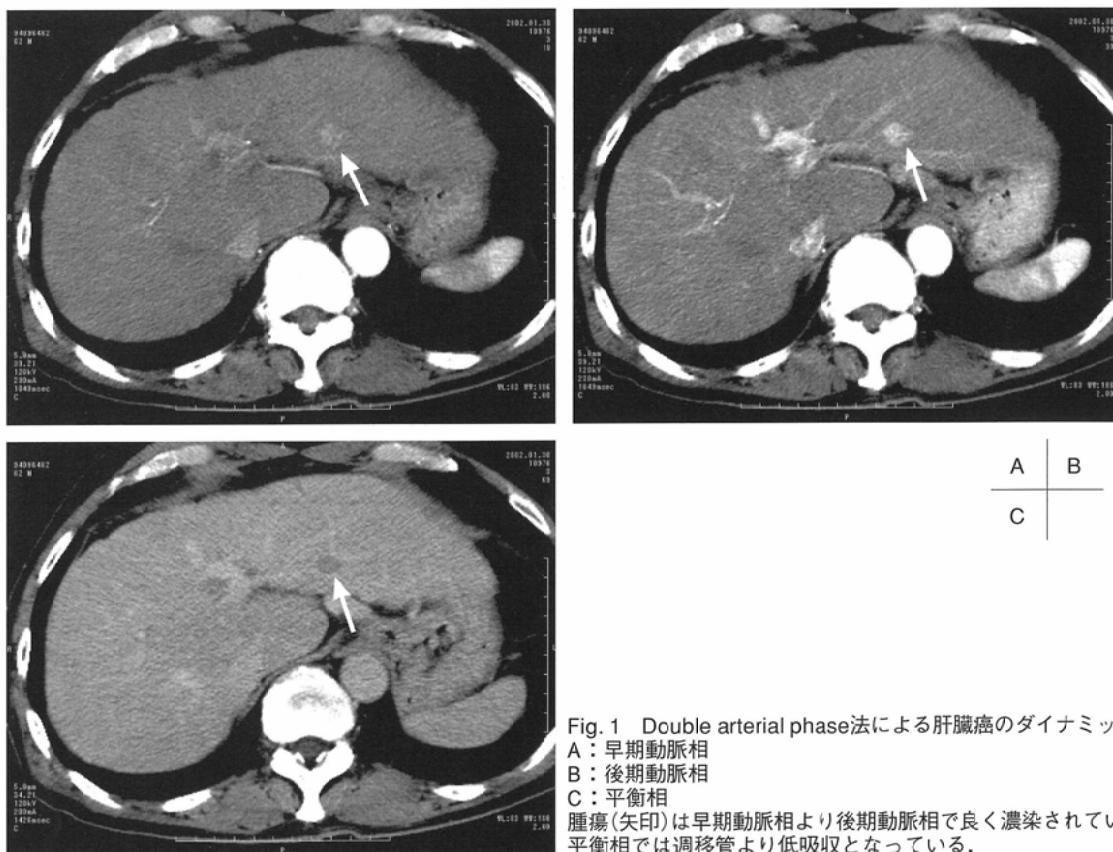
Double arterial phase法による肝臓癌のダイナミックCT
